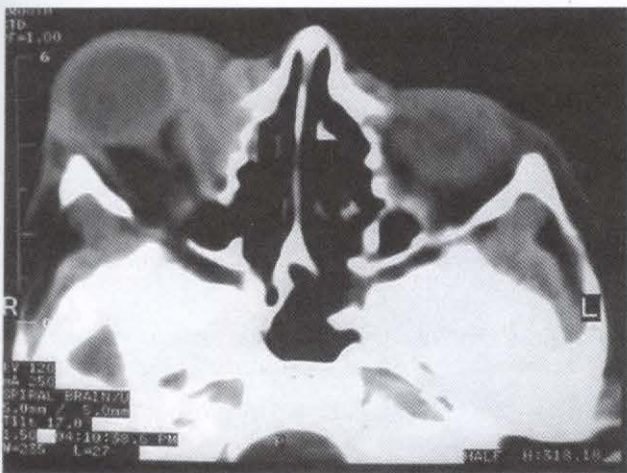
Corte em outro nível da mesma tomografia computadorizada ao diagnóstico, evidenciando a proptose secundária à lesão expansiva orbitária.
